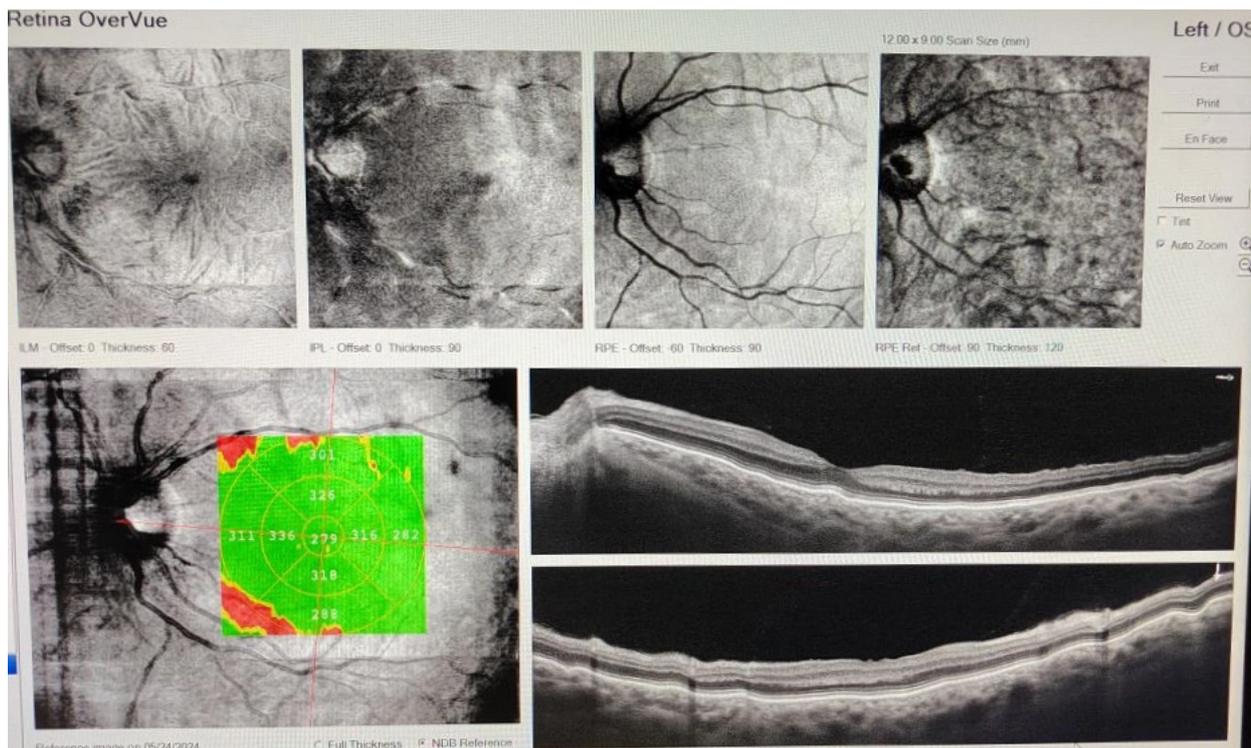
Оптическая когерентная томография макулярной области левого глаза в режиме Retina Overvue. Хориоретинальные складки
